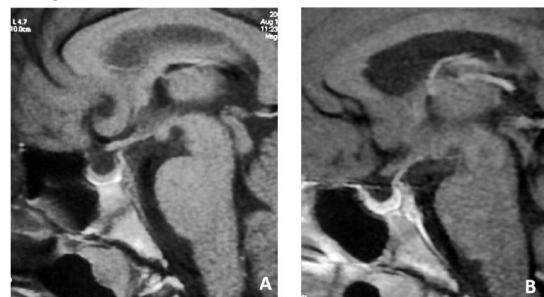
Aspect IRM après traitement substitutif avant (A) et après (B) injection de gadolinium : régression totale de l'hyperplasie avec aspect atrophique de la glande
